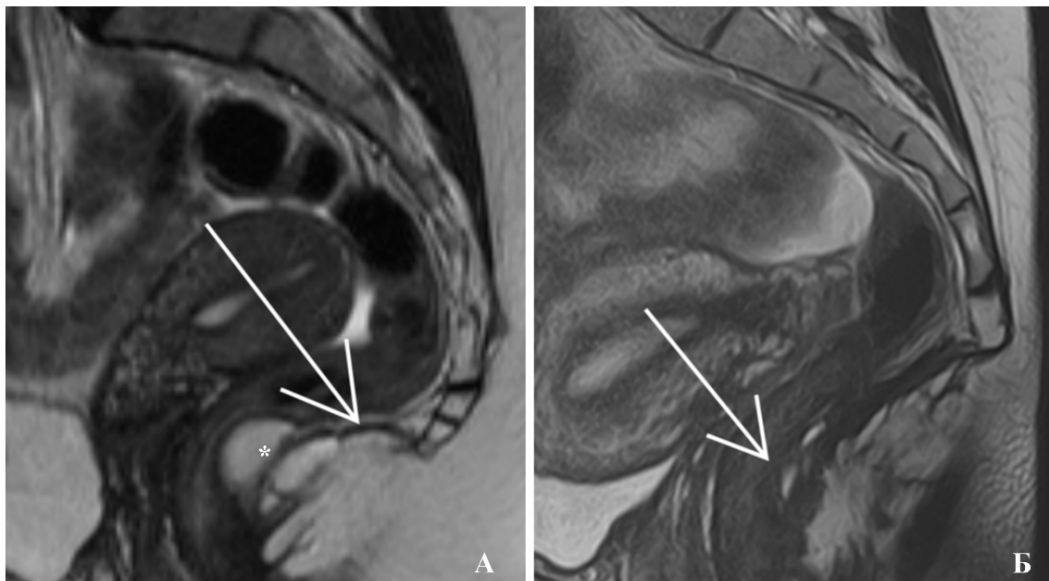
Классификация ПК по уровню локализации, сагиттальные T2-ВИ на МРТ ОМТ с внутривенным контрастированием:
